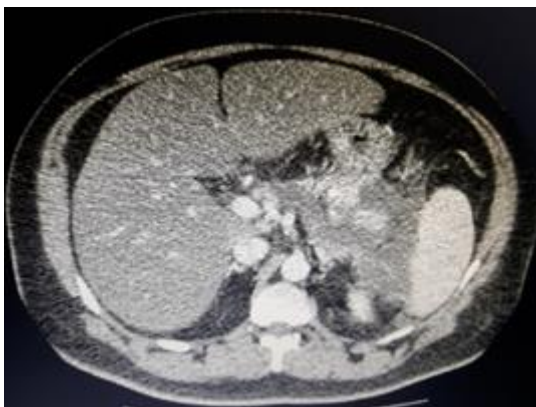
Tomografia computadorizada de controle evidenciando acentuada redução das dimensões da coleção líquida.
